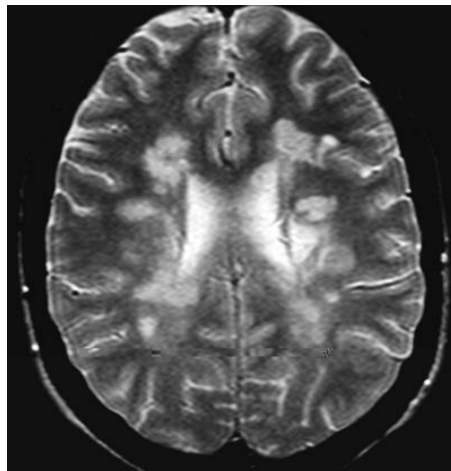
Resonancia Magnética potenciada en T2 donde se muestran múltiples lesiones inflamatorias desmielinizantes, periventriculares, típicas de EM.
